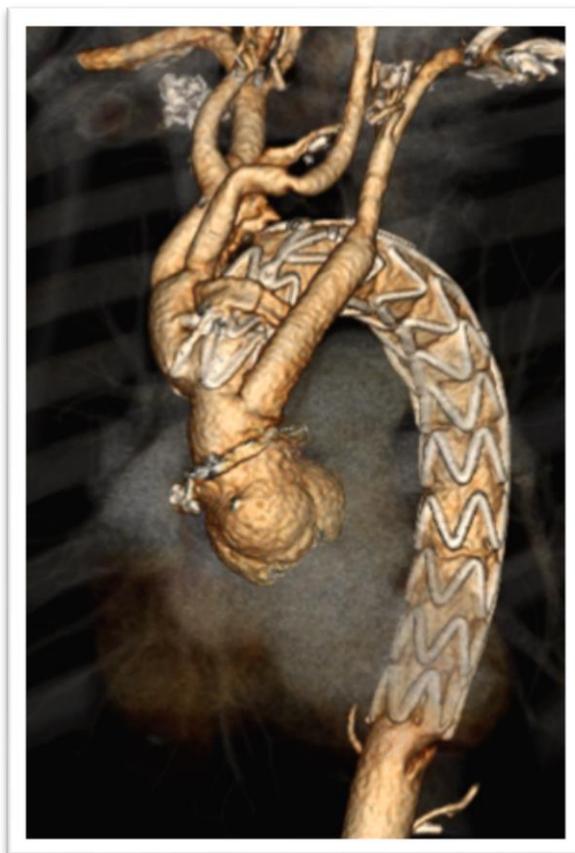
МСКТ пациента Г. после завершения этапного лечения
